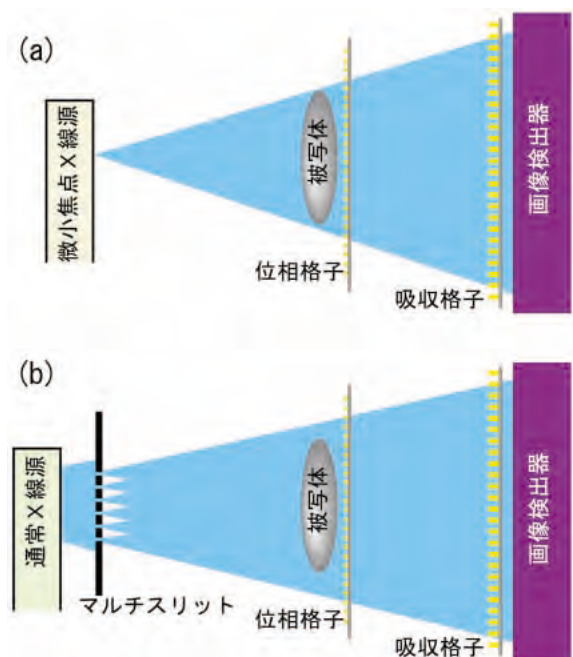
X線Talbot干渉計(a)とX線Talbot-Lau干渉計(b)の構成
